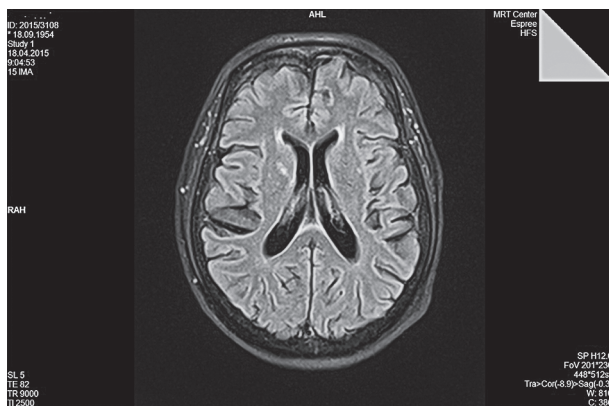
Магнитно-резонансная томограмма больной Б. Диагноз: синдром MERRF
